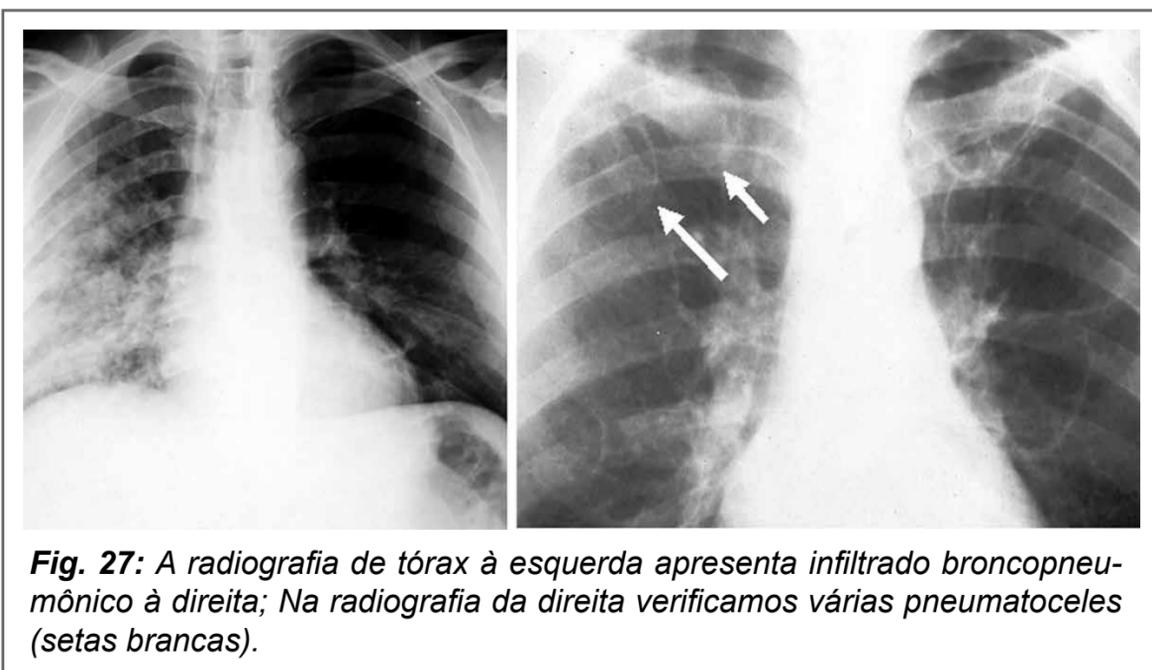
A radiografia de tórax à esquerda apresenta infiltrado broncopneumônico à direita; Na radiografia da direita verificamos várias pneumatoceles (setas brancas).
